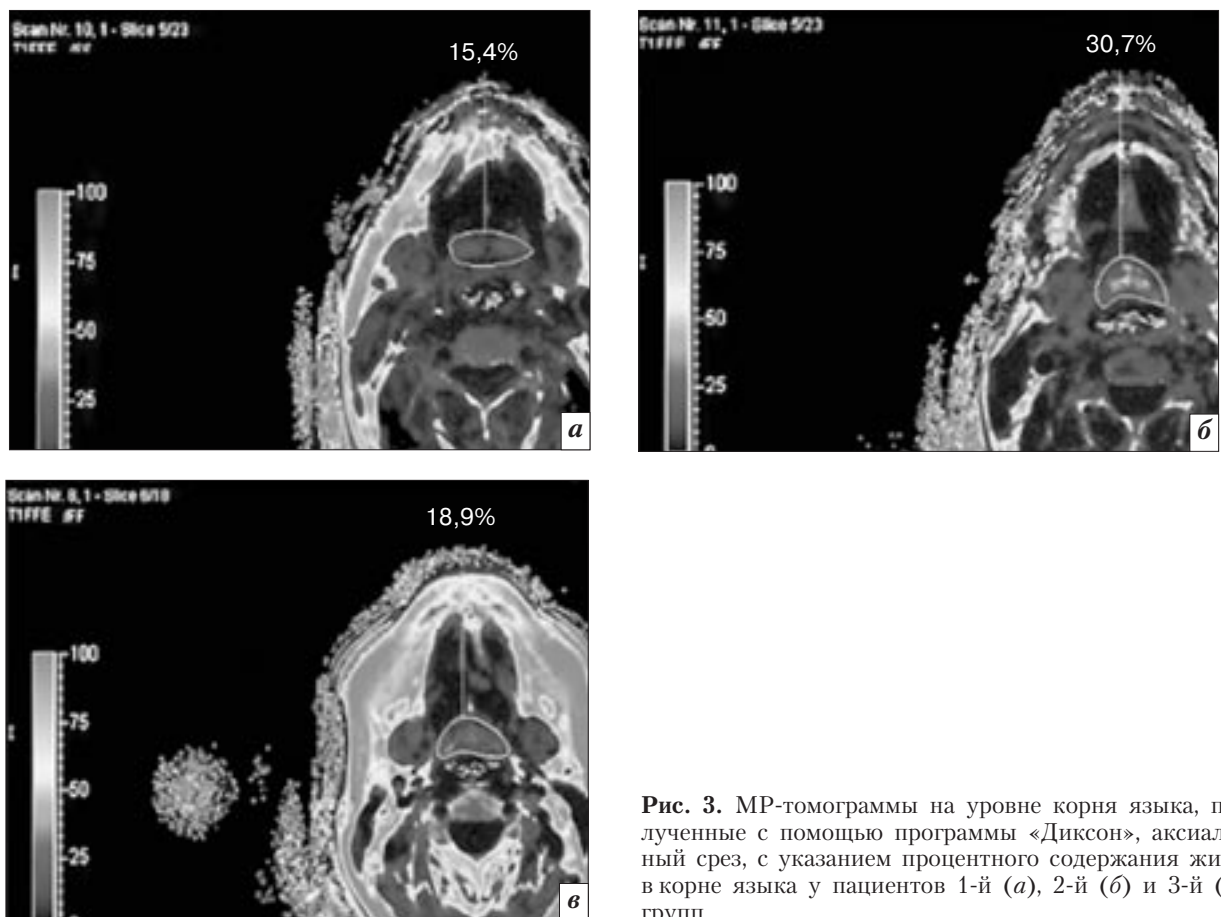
МР-томограммы на уровне корня языка, полученные с помощью программы «Диксон», аксиальный срез, с указанием процентного содержания жира в корне языка у пациентов 1-й (а), 2-й (б) и 3-й (в) групп
